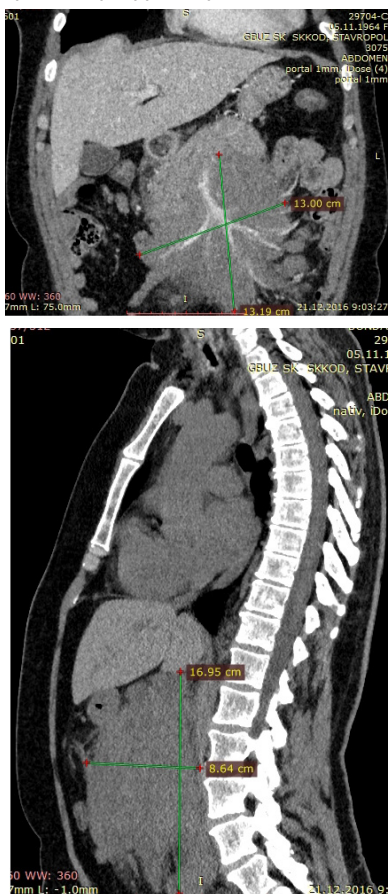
Результаты компьютерной томографии пациентки Б. после первой линии терапии.
